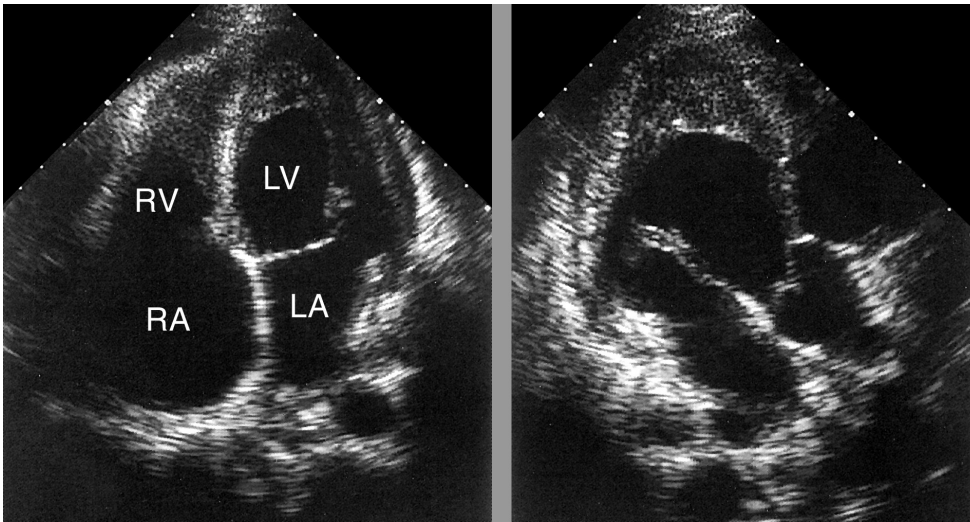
Эндомиокардиальный фиброз, апикальная четырехкамерная позиция (слева) и длинная ось левого желудочка (справа). Заметна выраженная облитерация верхушек обоих желудочков. LA — левое предсердие, LV — левый желудочек, RA — правое предсердие, RV — правый желудочек. Thamilarasan M, Klein AL. Restrictive Cardiomyopathy, in: Otto CM. The Practice of Clinical Echocardiography, Saunders, 2002.
